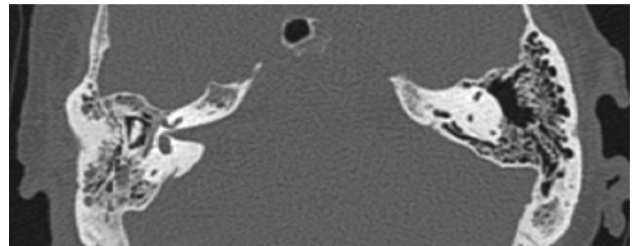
Otomastoiditis aguda y erosión del canal del facial. TC corte axial con ventana ósea. Ocupación del oído medio, antro mastoideo y celdillas mastoideas de oído izquierdo, pérdida de trabéculas mastoideas, dehiscencia tegmen timpani (flecha gruesa), y erosión ósea con afectación del canal del facial (flecha fina).
